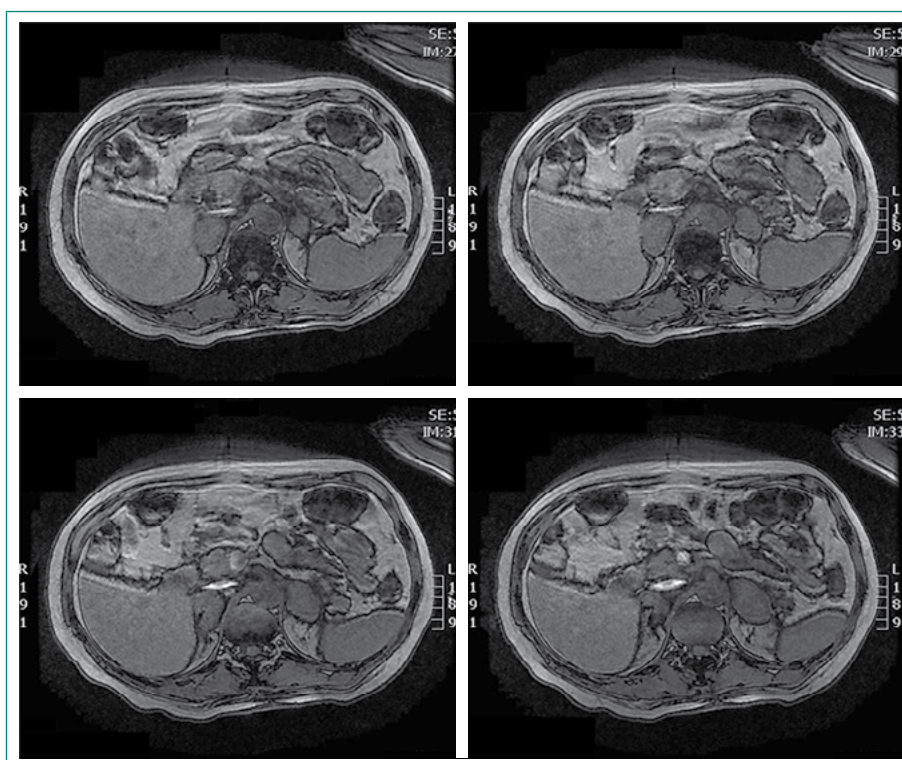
RM en la que se confirma el diagnóstico de HSB
